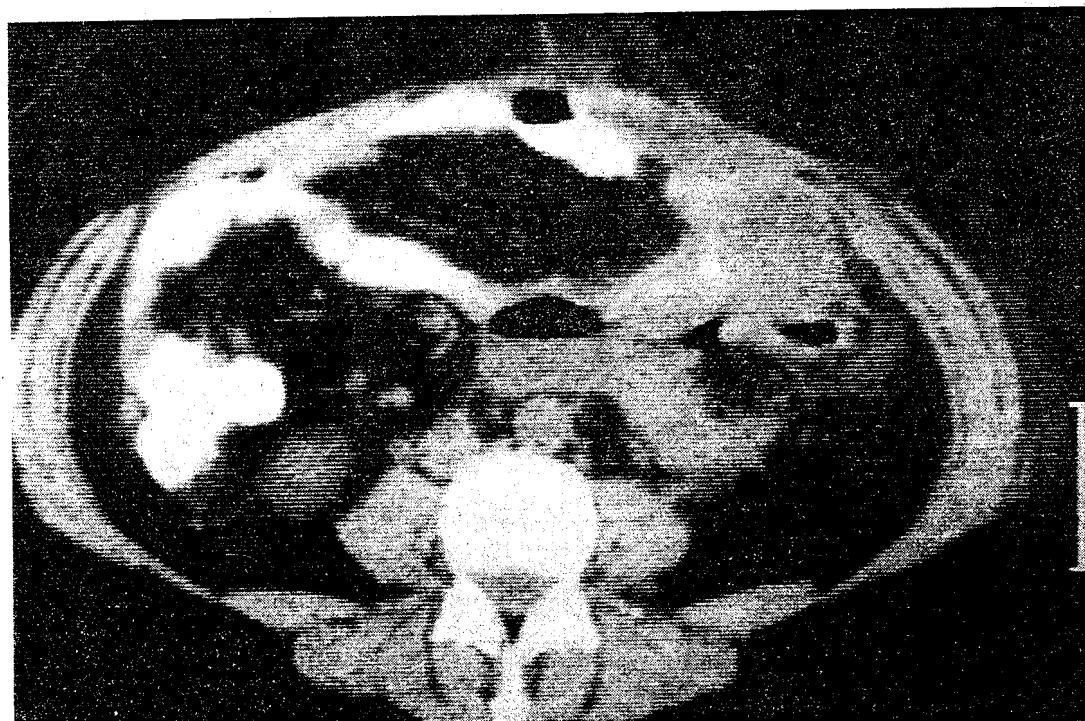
КТ больной Ф., 48 лет.
